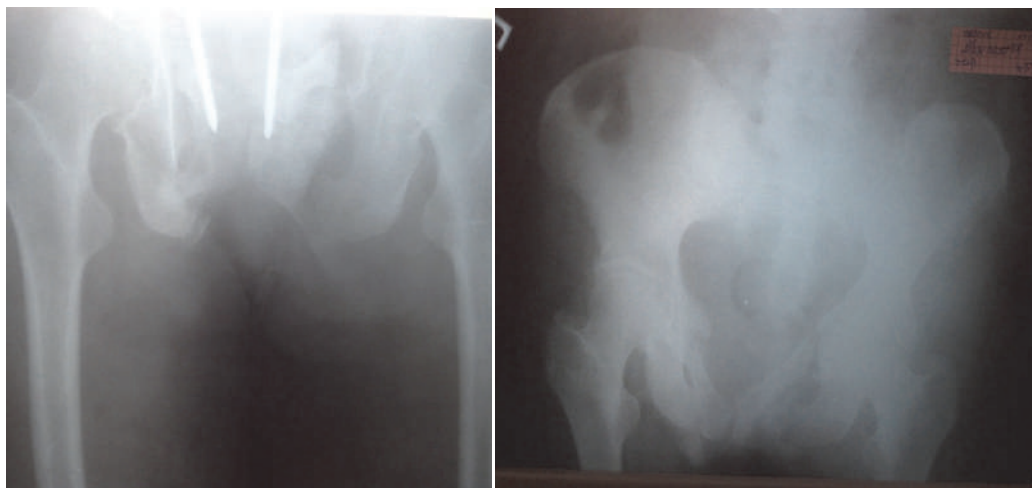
Фотокопії рентгенограм переломів кісток таза пацієнтки М., історія хвороби № 219 через 2 місяці після операції до і після демонтажу АЗФ
